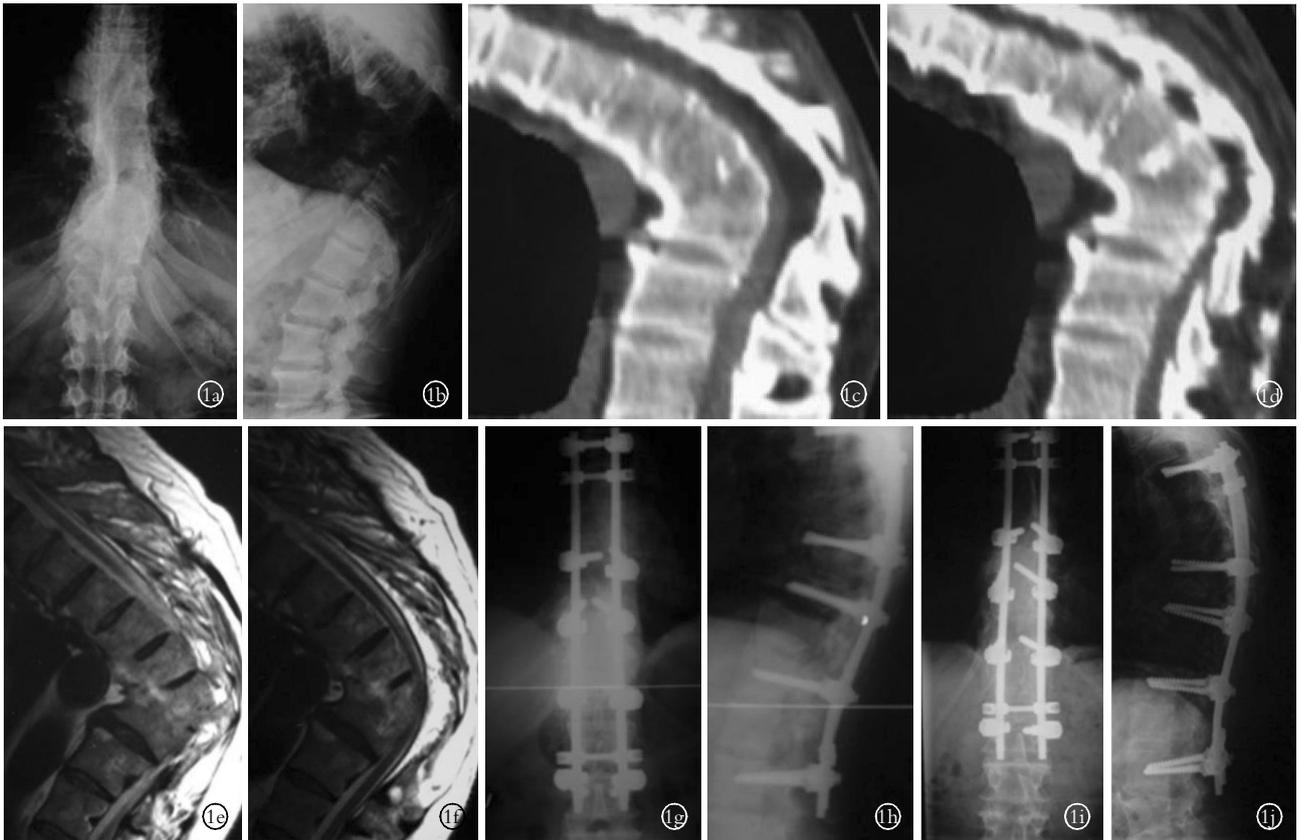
男性患者, 46 岁, T₈-T₁₀ 结核性后凸畸形, Frankel E 级 1a, 1b, 1c, 1d. 术前正侧位 X 线片和 CT 示角状后凸畸形, Cobb 角为 85° 1e, 1f. 术前 MR 示脊髓受压变形 1g, 1h. 术后 1 周正侧位 X 线片 1i, 1j. 术后 1 年正侧位 X 线片
